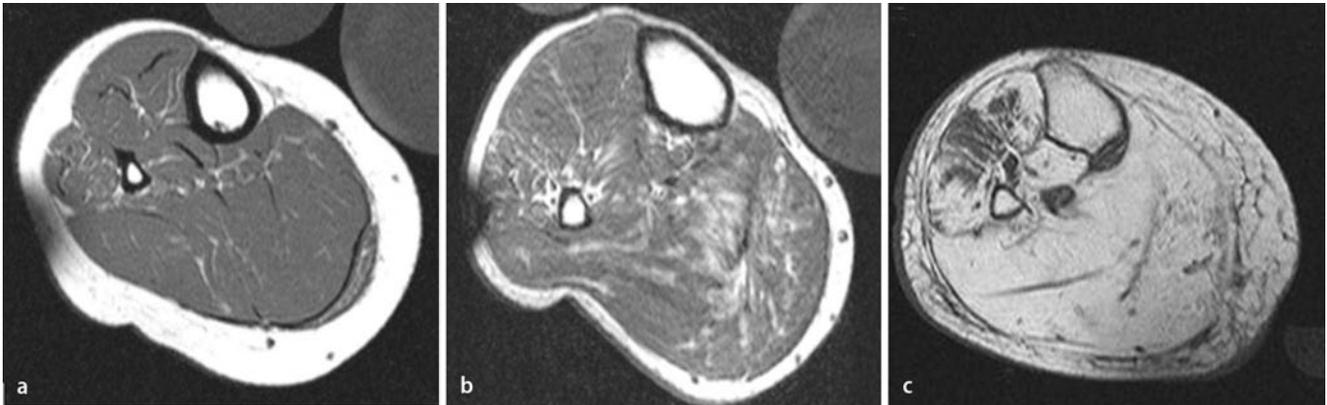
▲ T1-gewichtete magnetresonanztomographische Bilder von 3 Familienmitgliedern mit der Ca,1.1-R1239H-Mutation, die die hypokaliämische periodische Paralyse verursacht. Beim jüngsten Familienmitglied ist die Unterschenkelmuskulatur makroskopisch weitgehend intakt (a). Bei der mittleren Generation findet sich vermehrt Vakutfett in der Muskulatur (b). Bei der 80-Jährigen ist die Unterschenkelmuskulatur fast vollständig durch Fett und Bindegewebe ersetzt (c). (Mod. nach [3])
